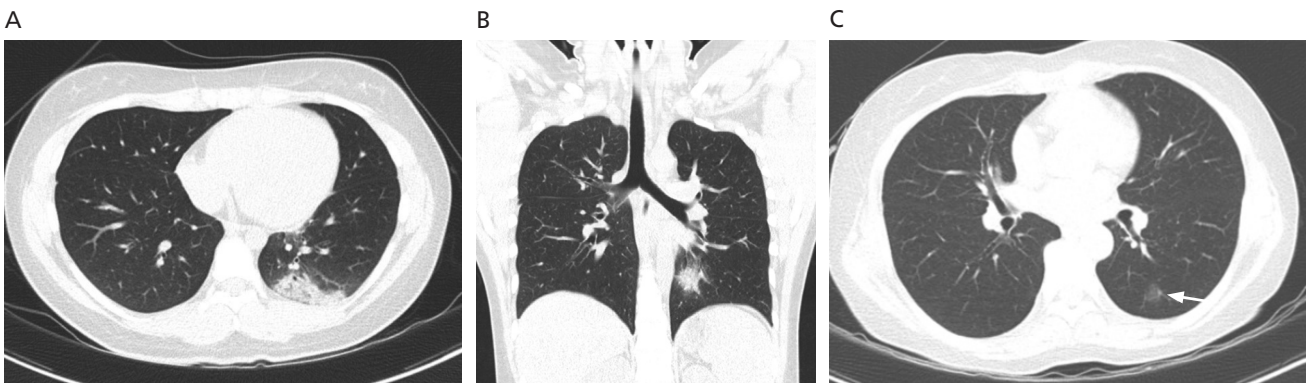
Indeterminate appearance of coronavirus disease 2019 (COVID-19). Chest computed tomography of 16-year-old male COVID-19 patient shows focal consolidation at left lower lobe posterior basal segment (A,B). Another 60-year-old female patient shows single ground glass opacity at left lower lobe superior segment (see arrow) (C). Institutional review board of Keimyung University Dongsan Hospital approved this study and waived the requirement for informed consent.
